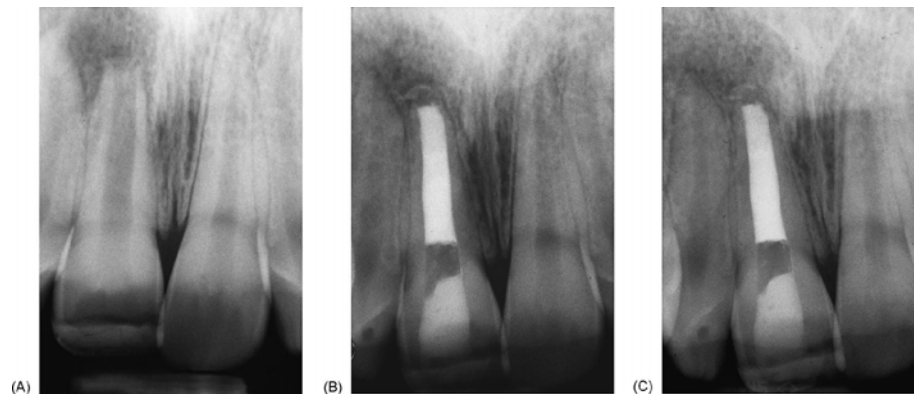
Radiografías de un caso clínico: (A) Radiografía preoperatoria de un incisivo superior izquierdo con ápice abierto. (B) Radiografía de seguimiento a los 6 meses después del sellado apical con MTA (C) Radiografía después de 1 año. Imágenes tomadas de: Giuliani V, Baccetti T, Pace R, Pagavino G. *The use of MTA in teeth with necrotic pulps and open apices.* Dent Traumatol 2002; 18:217-221.
